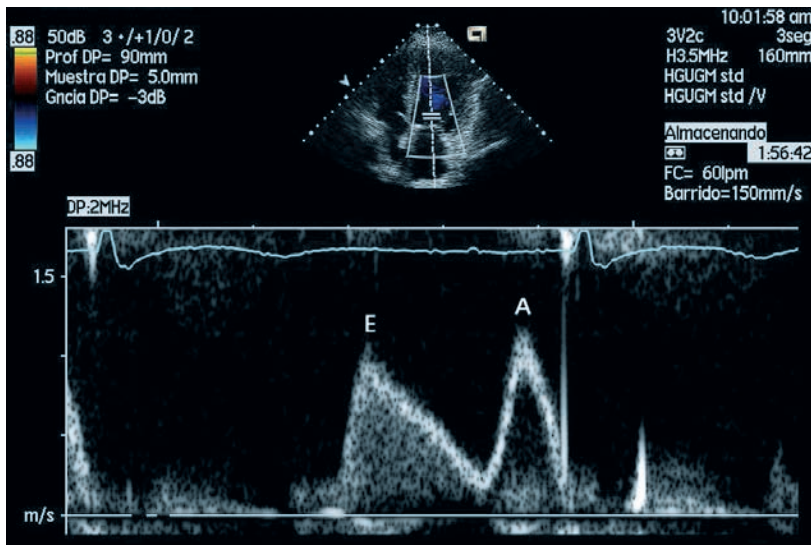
Análisis con Doppler pulsado del flujo mitral, en el plano apical de cuatro cámaras. Se puede observar el patrón bifásico típico en ritmo sinusal, con dos ondas: E, del llenado protodiastólico rápido; A, de la contracción auricular izquierda.
